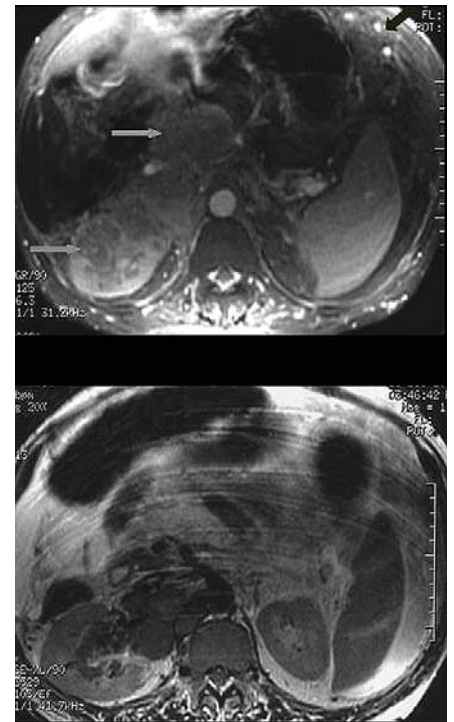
Both the parenchyma and the sinus of the right kidney is invaded by HCC. On the portal venous stage of the multiphase MRI (A) the contrast medium in the masses is washed out (arrows). Also note collateral veins in the abdominal walls (black arrow). The invasion of the right renal hilum is obvious on T2-weighted axial image (B).
